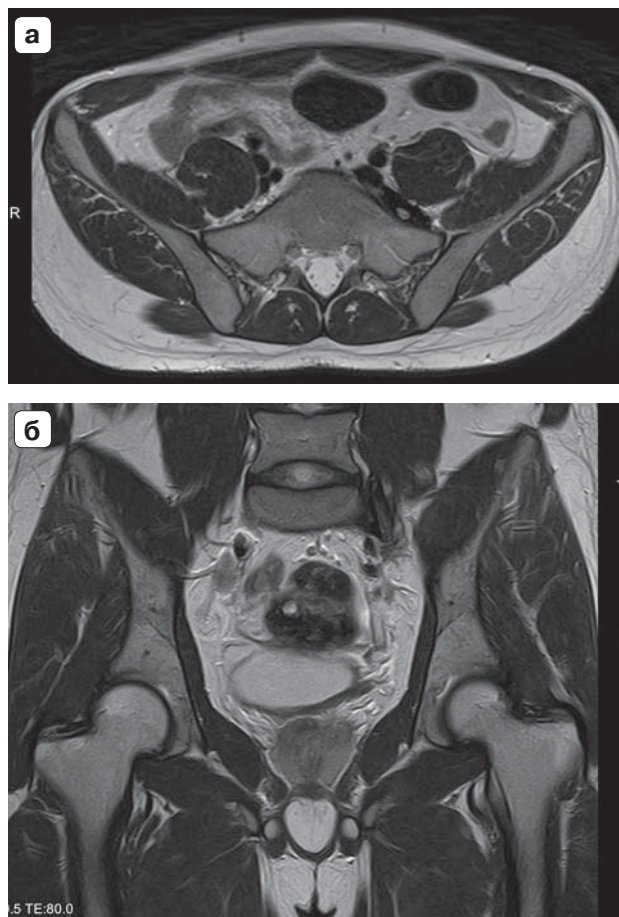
МРТ-изображения малого таза. а – аксиальная плоскость (T2ВИ); б – фронтальная плоскость (T2ВИ). МР-картина посттерапевтических фиброзных изменений.
